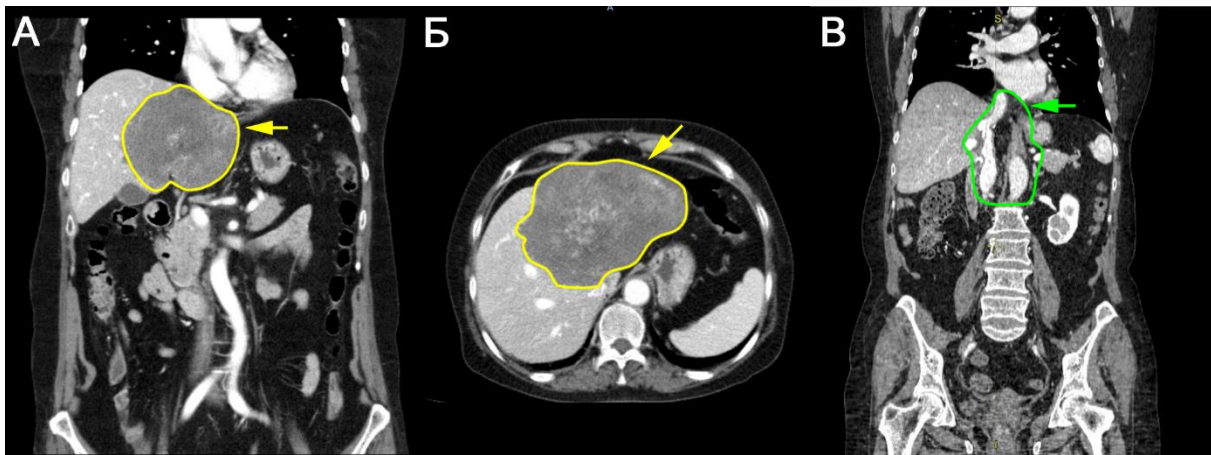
Компьютерная томография органов брюшной полости и забрюшинного пространства с контрастированием. (А-Б) Картина кистозного образования левой доли печени (паразитарного генеза), размеры 19х15 см с неровными, но четкими контурами. А – фронтальная плоскость, Б – аксиальная плоскость, желтым контуром и стрелками обозначено новообразование. (В) Картина в динамике через три месяца после операции, фронтальная плоскость, рецидива образования не выявляется (обведено ярко-зеленым контуром и отмечено стрелкой).
